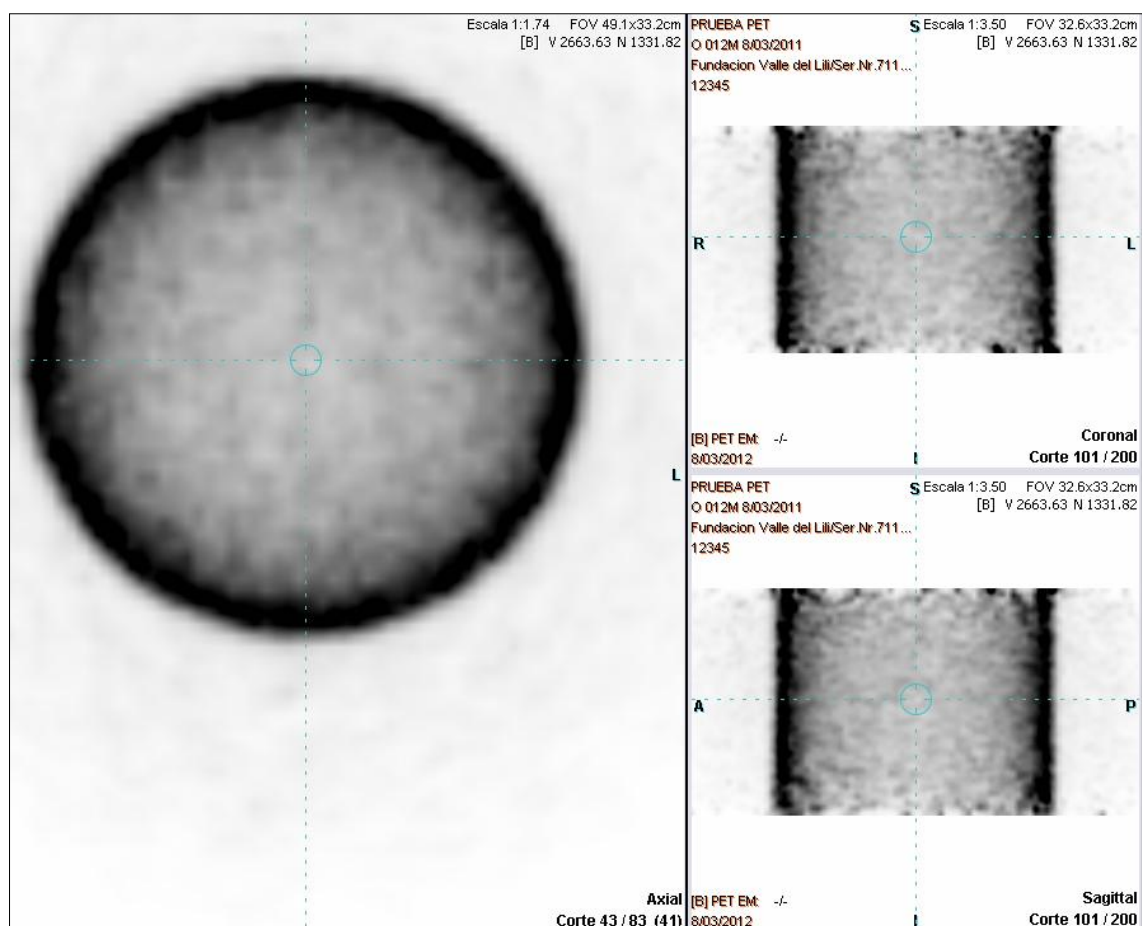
Imágenes en la modalidad PET del maniquí de Ge-68, aún sin correcciones por atenuación y dispersión, se observa una gran tendencia de acumulación radiactiva en los bordes de la imagen.
